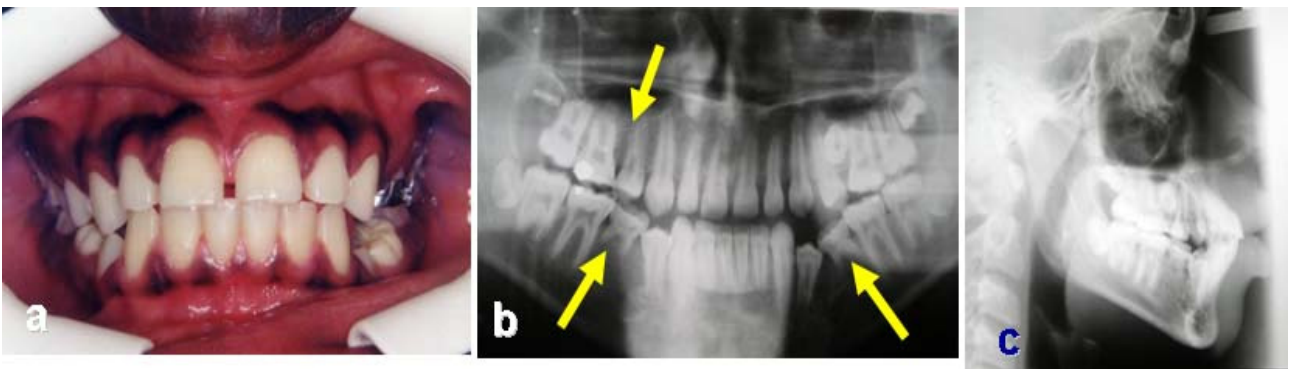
Cas d'agénésies multiples avant traitement (a : Photo intra-orale de face, b : Radiographie panoramique, c : Téléradiographie de profil)
